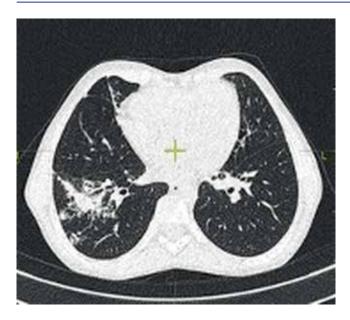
Пациент Р. КТ ОГК 12.04.2019 г., аксиальная проекция. Неоднородная инфильтрация по ходу междолевой плевры в S6 и S4 правого легкого, очаговая инфильтрация в S5 справа
